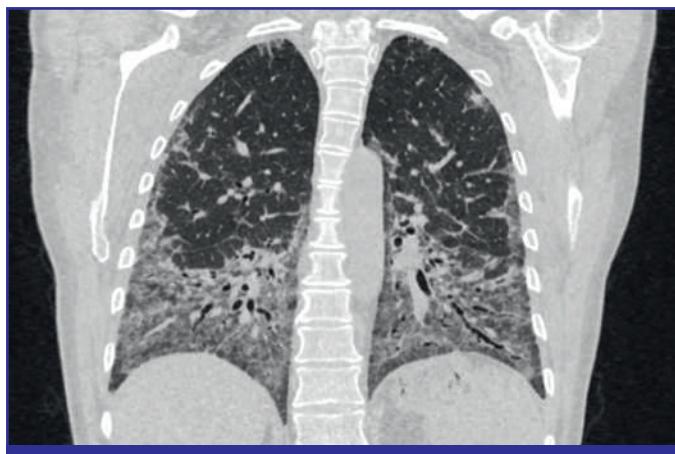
МСКТ легких, коронарная проекция
